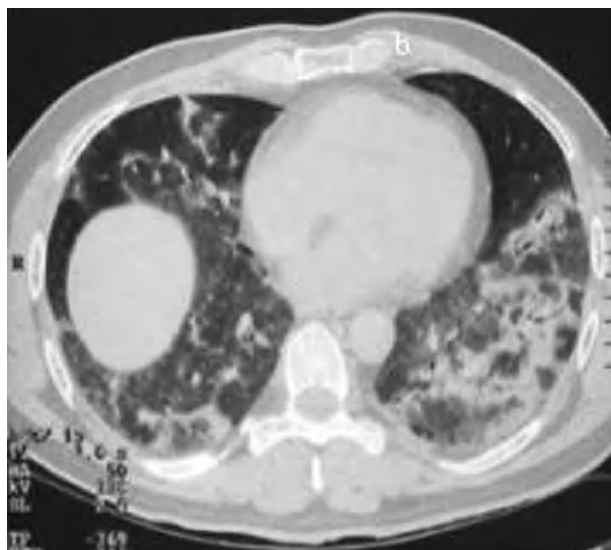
Tomografía axial computarizada de alta resolución: condensaciones y ground-glass en lóbulos inferiores.
